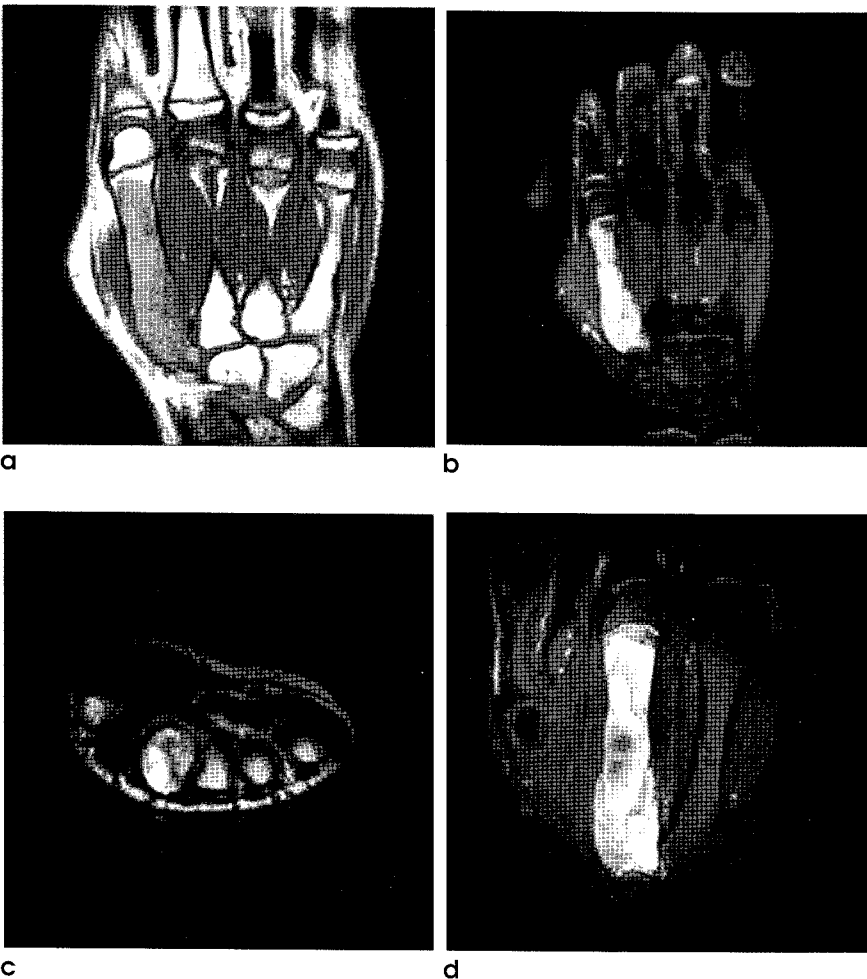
Magnetic resonance images of the right hand.
